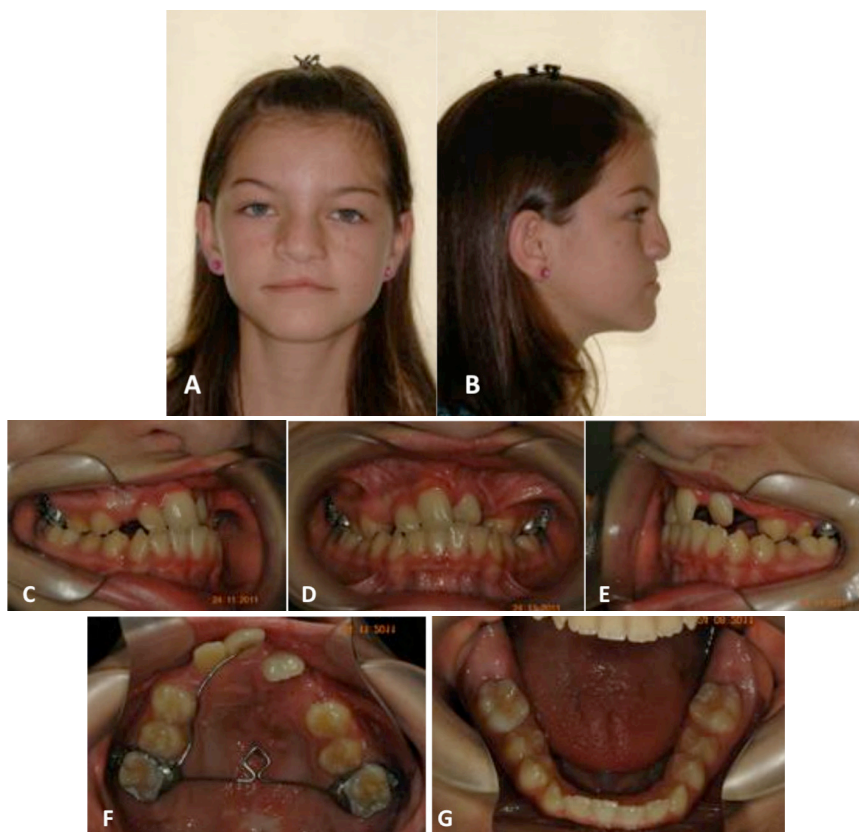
Paciente com fissura labiopalatina completa e unilateral do lado esquerdo. A queiloplastia e palatoplastia foram realizadas na primeira infância. No início da dentadura mista, aos 8 anos de idade, diagnosticou-se padrão esquelético III com deficiência maxilar e interarcos insatisfatória (A a F). O incisivo central do lado esquerdo apresentava giroversão severa (F). Mantenedor de espaço móvel no arco inferior (F). A radiografia panorâmica revela uma acentuada angulação do 13 mais acentuada que a angulação do longo eixo de seu contralateral (H). Observa-se também a presença do germe do incisivo lateral permanente em posição desfavorável (H).
